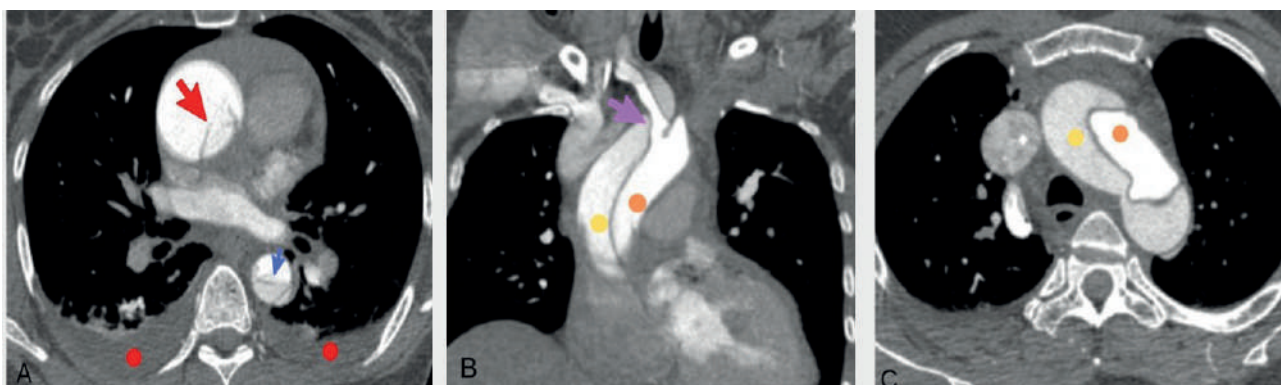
A, Axial CT image shows the initial intimal tear in the ascending aorta (red arrow) and reentry in the descending thoracic aorta (blue arrow) as well as pleural fluid (red circles). B, The coronal reformatted image from the same patient shows the dissection flap extending into the innominate artery (purple arrow). B, C, The intimal flap, true (orange circle) and false lumen (yellow circle). CECT images
